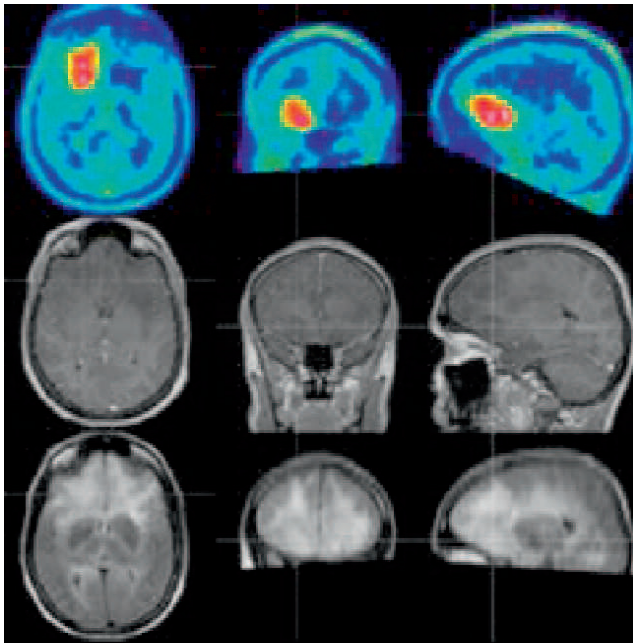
Diagnose von Hirntumoren durch PET (oben) in Kombination mit verschiedenen MRT-Verfahren (Mitte und unten; Abbildung: Karl-Josef Langen und Mitarbeiter; INB-3).
